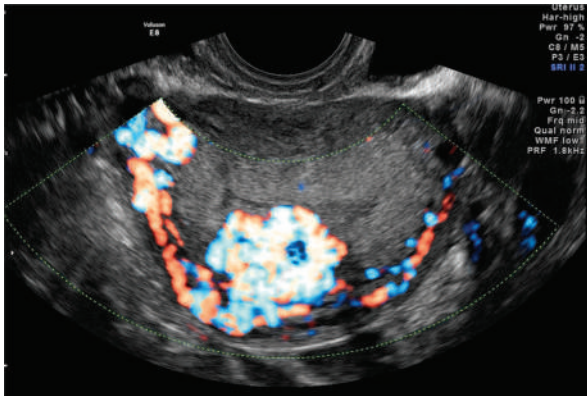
Échographie pelvienne en mode Doppler : peloton vasculaire intra-myométrial avec deux pédicules vasculaires issus des artères utérines. Malformation artérioveineuse.
